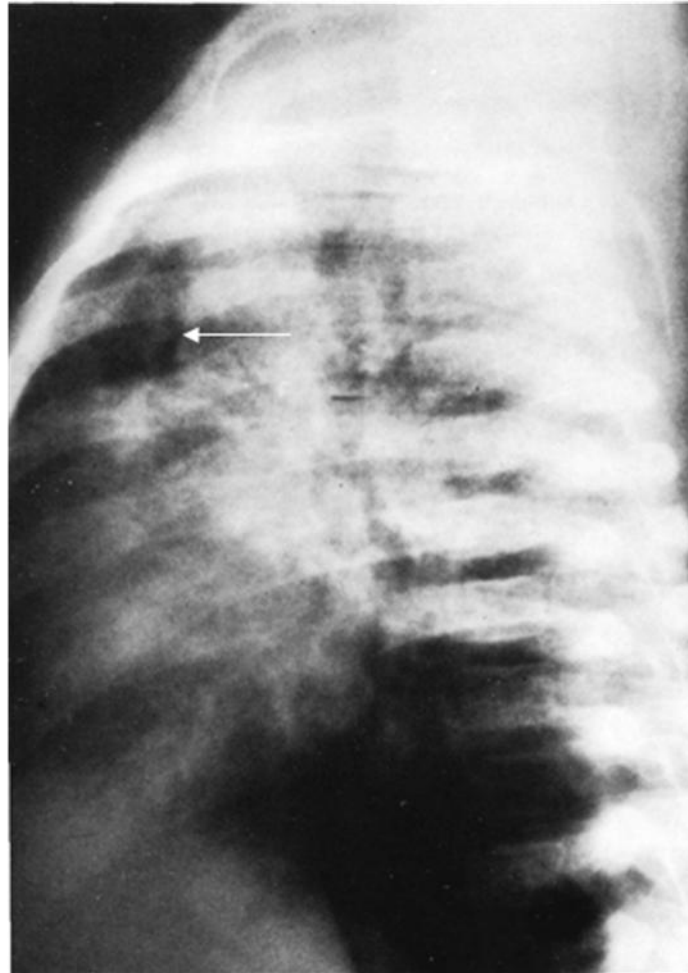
90. Radiografía lateral de tórax, paciente de 9 meses de edad con inmunodepresión y neumonía por *Pneumocystis*. El mediastino anterior (flecha) es excesivamente radio lúcido.
